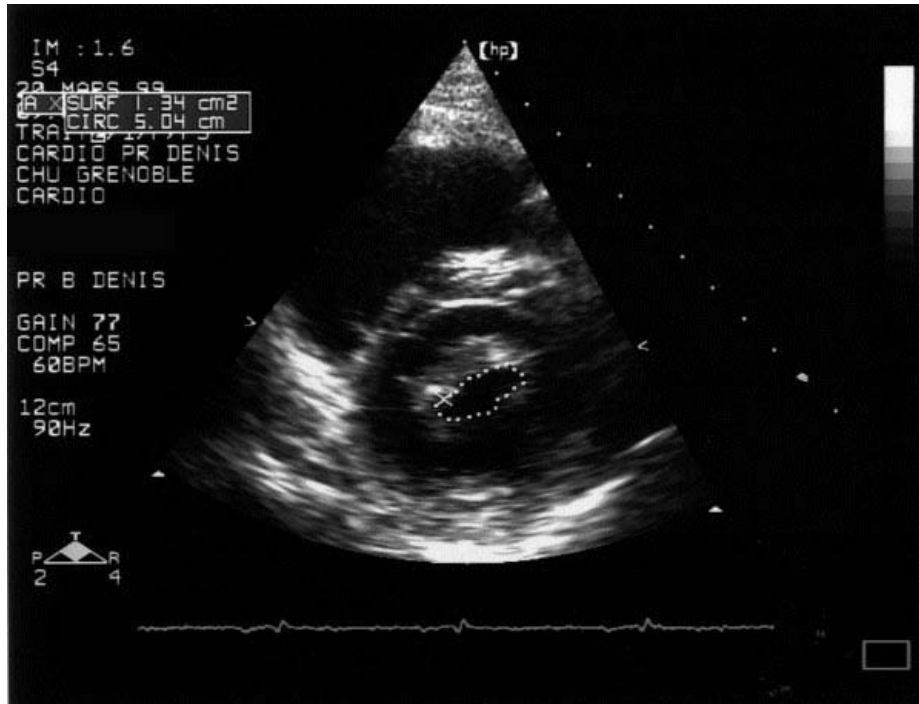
Echocardiographie transthoracique : Planimétrie de l'orifice mitral en coupe transverse avec une surface mitrale estimée à 1,34 cm².
